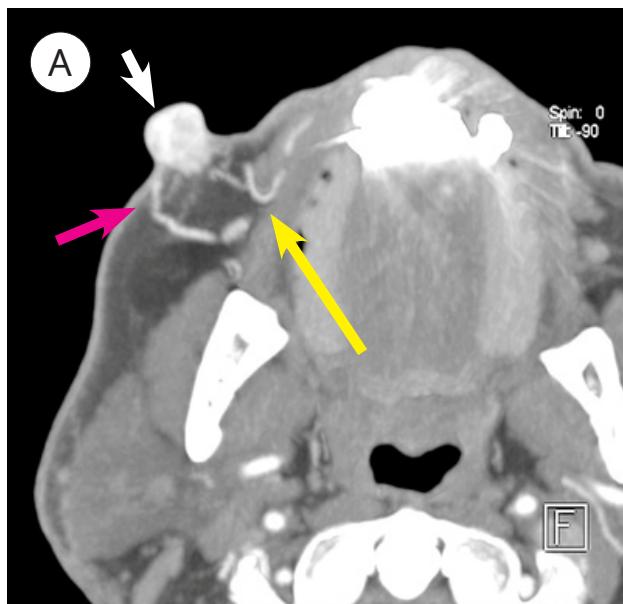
4D КТ-ангиограмма брахиоцефальных артерий [ранняя артериальная фаза], со- судистая сеть образования правой щёчной области: А — мультипланарная реформация (MPR) толщиной 3 мм; В — 3D-реконструкция (VR). Определяется гиперваскулярное солидное образование (серая стрелка) с контрастированием за счёт двух ветвей правой лицевой артерии (короткая красная стрелка), с признаками аномального контрастирования лицевой вены, вероятно, за счёт наличия прямой артериовенозной фистулы (жёлтая стрелка)
